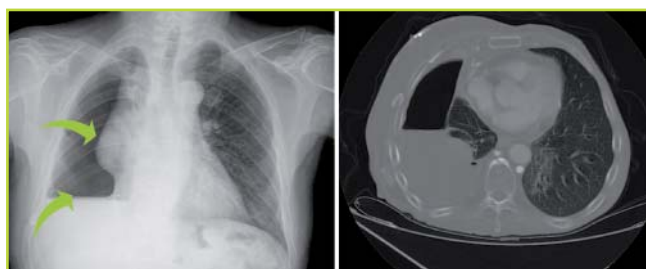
Neumotórax. Puede apreciarse que el pulmón derecho aparece más negro por colapso del parénquima pulmonar (punta de flecha superior). A su vez aparece borrado el hemidiafragma izquierdo por presencia de líquido que aparece formando un nivel hidroaéreo o hidroneumotórax (punta de flecha inferior). La imagen del TAC corresponde al mismo paciente. Una vez colocado un tubo de tórax el pulmón se expandió y se apreció la presencia de una masa pulmonar central que comprimía el bronquio principal derecho.
